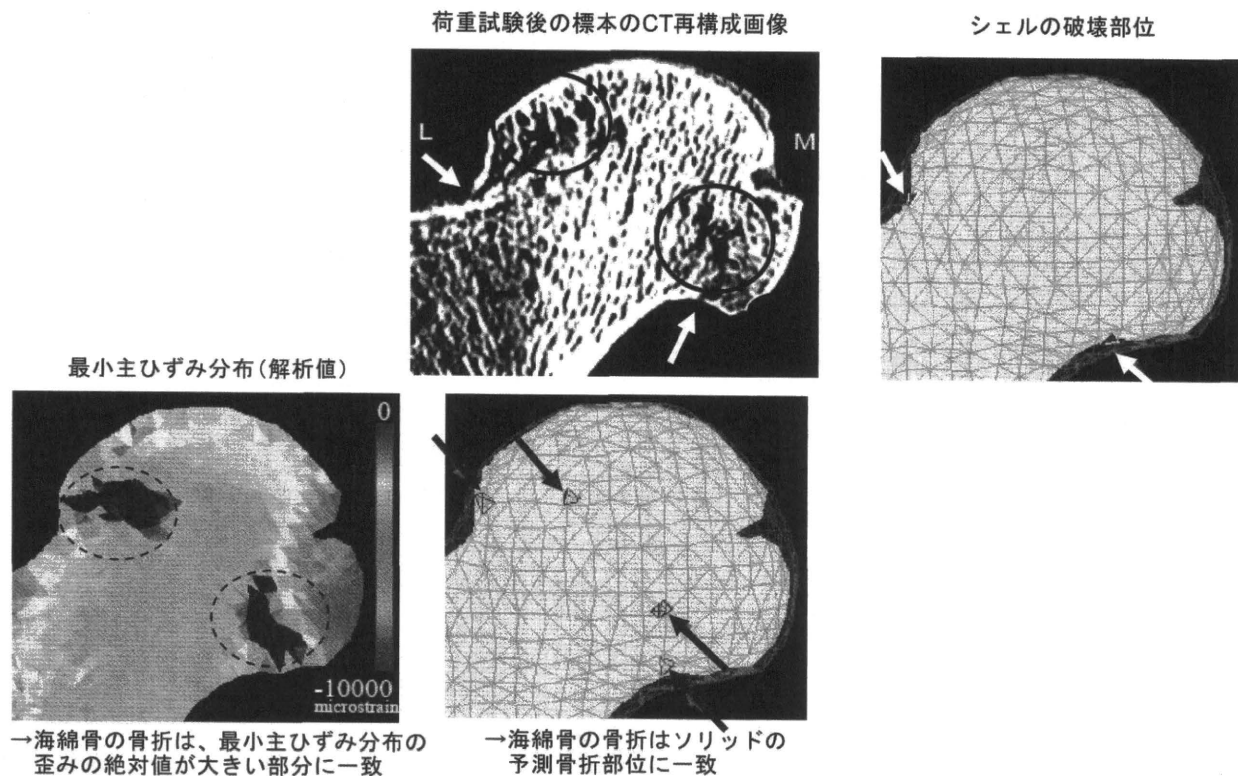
CT/FEMの骨折部位予測の正確性(大腿骨近位部)
